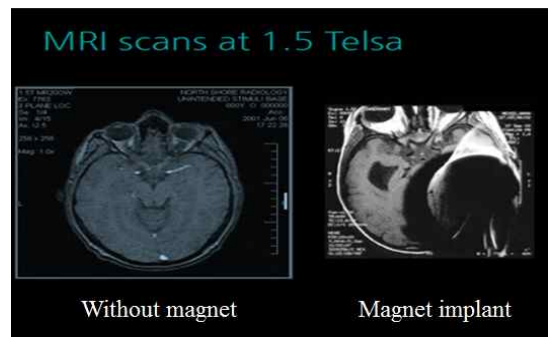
Effect of MR image due to the permanent magnet (Nucleus 5, Cochlear™).
